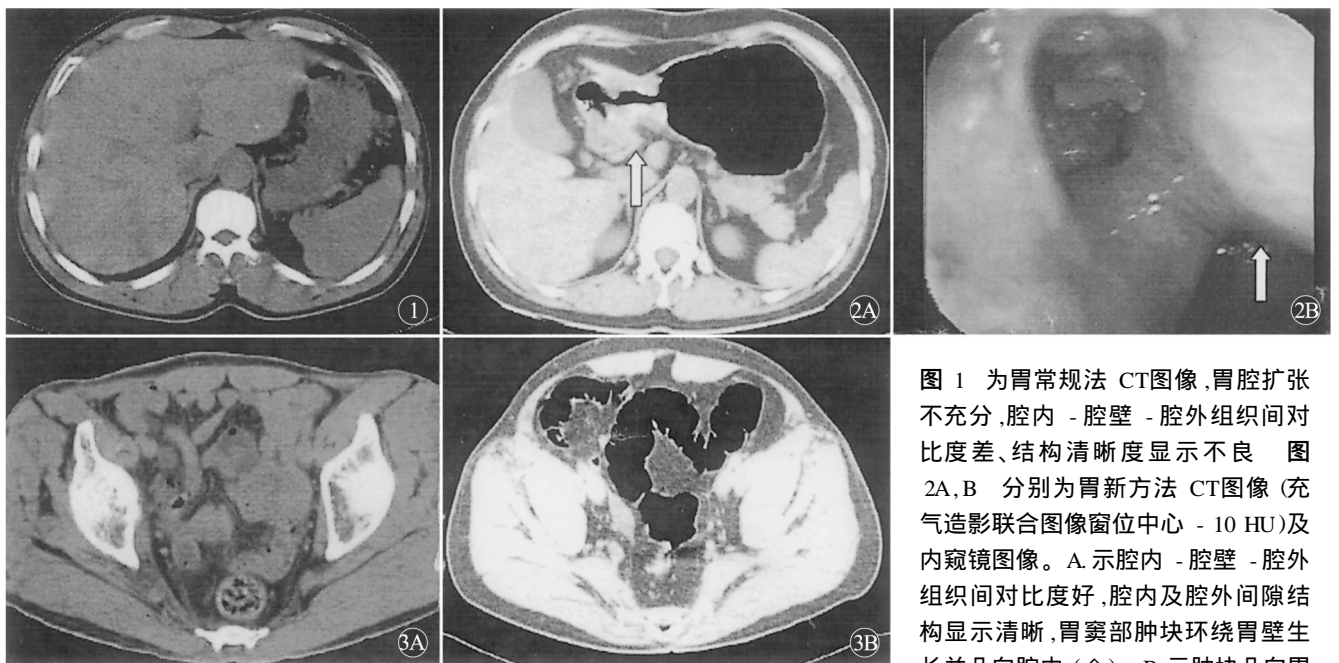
为胃常规法CT图像,胃腔扩张不充分,腔内-腔壁-腔外组织间对比度差、结构清晰度显示不良。图2A、B分别为胃新方法CT图像(充气造影联合图像窗位中心-10HU)及内窥镜图像。A.示腔内-腔壁-腔外组织间对比度好,腔内及腔外间隙结构显示清晰,胃窦部肿块环绕胃壁生长并凸向腔内(↑)。B.示肿块凸向胃
